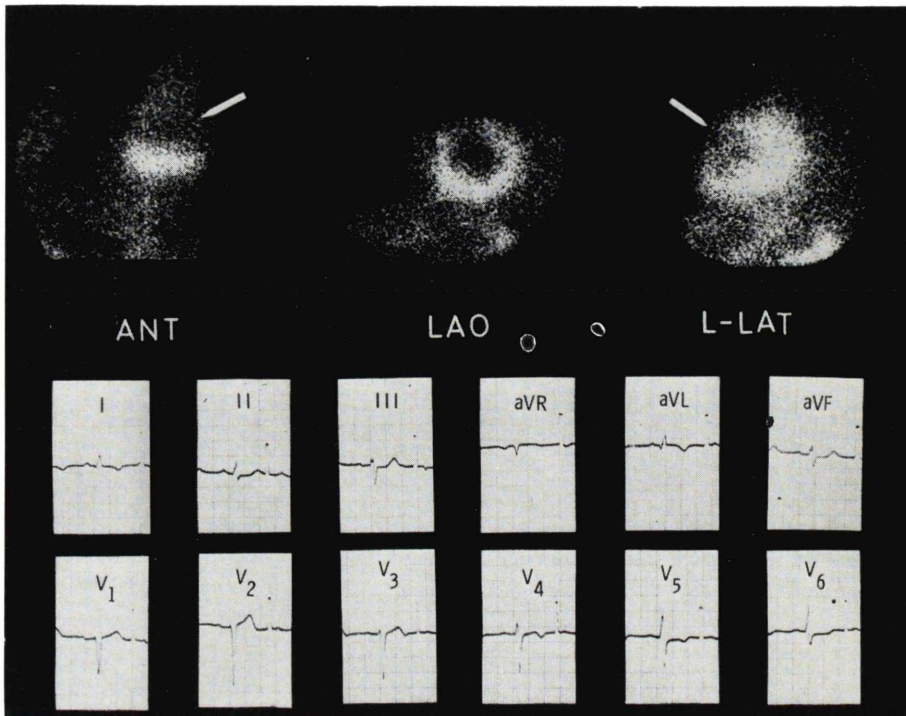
Myocardial scintigram of patient with anteroseptal myocardial infarction. A defect indicated by arrow.
